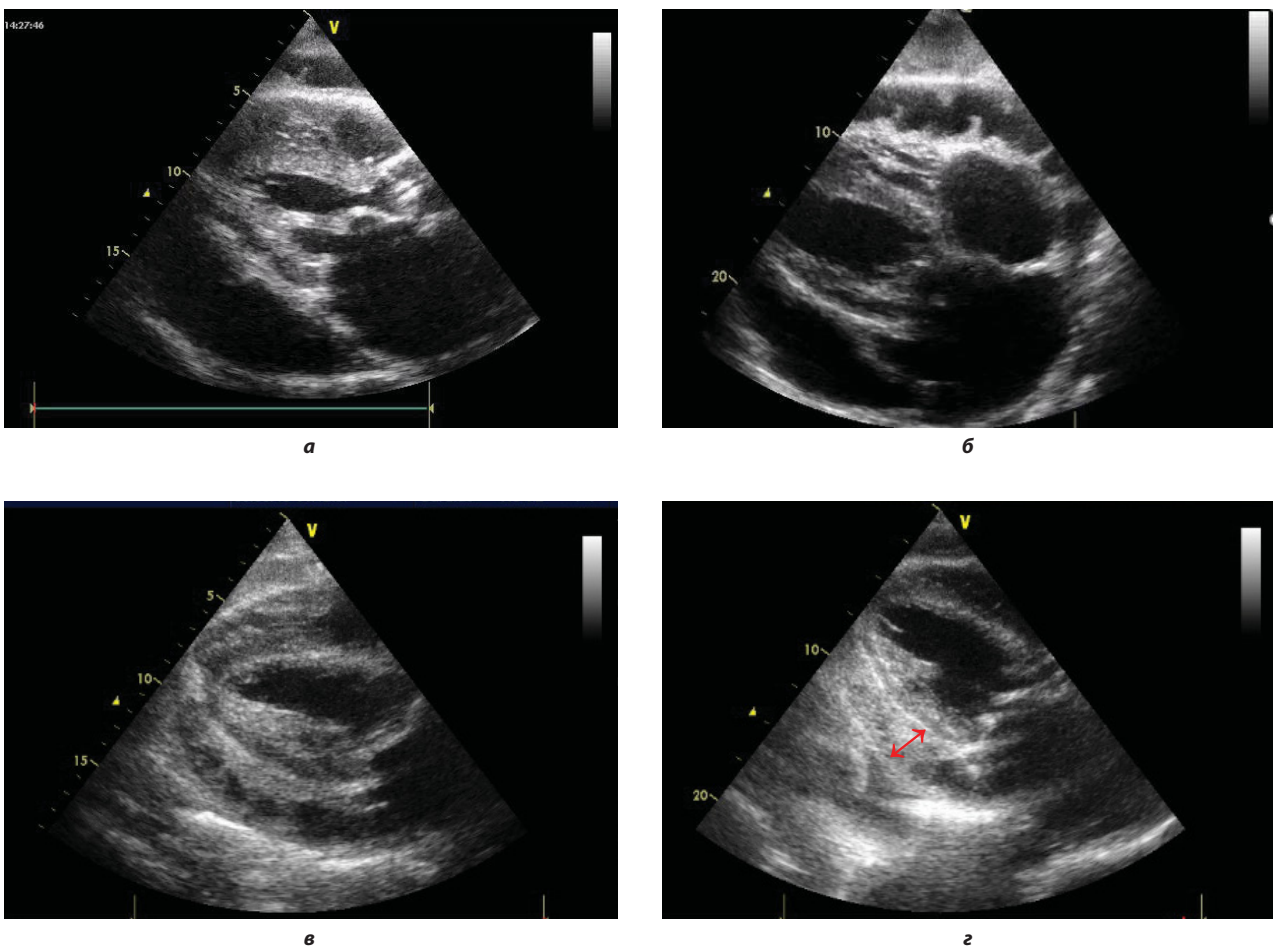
Динамическое ультразвуковое наблюдение формирования адгезии листков перикарда. а – первичная эхокардиография выявляет на фоне старого комбинированного трехклапанного порока количество жидкости в полости перикарда без признаков тампонады, небольшие фибриновые наложения на эпикарде. б – динамика через 8 дней, начинают формироваться спайки между листками перикарда. в – исследование через полмесяца. Количество жидкости уменьшилось. Толстые спайки средней эхогенности во всех визуализируемых отделах перикарда. Перикард четко визуализируется за счет присутствия жидкостного компонента. з – почти полное отсутствие экссудата. Перикард резко утолщен, но дифференцируется с трудом (стрелка)
